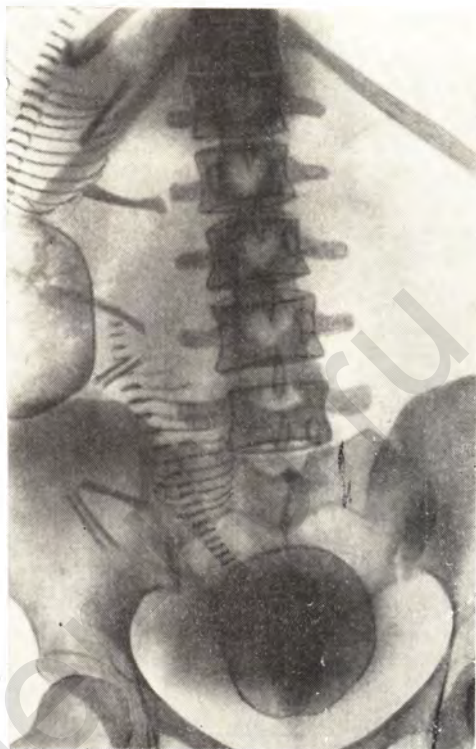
Прямая рентгенограмма живота беременной. Двойня, оба плода в головном предлежании; вторая позиция.
